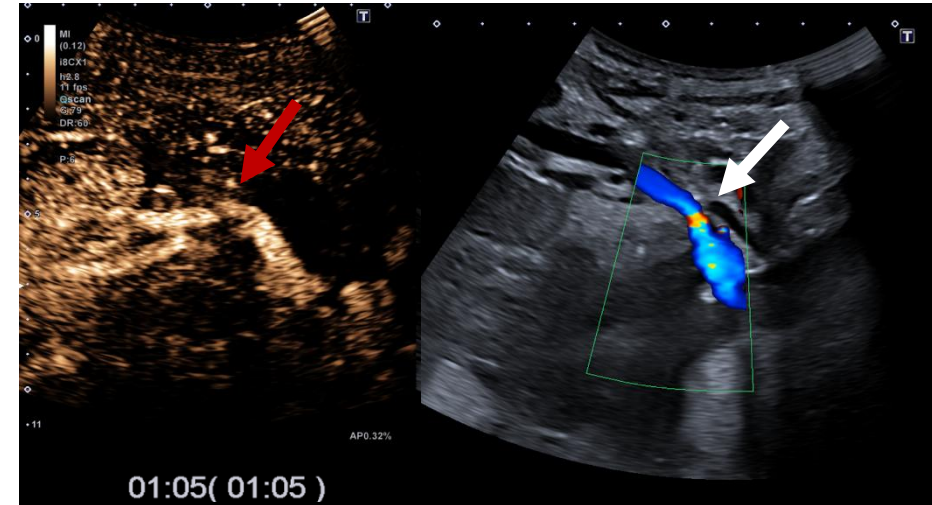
CEUS de injerto renal con disminución de calibre de la vena renal (flecha roja) y velocidades aumentadas en estudio Doppler (flecha blanca).
